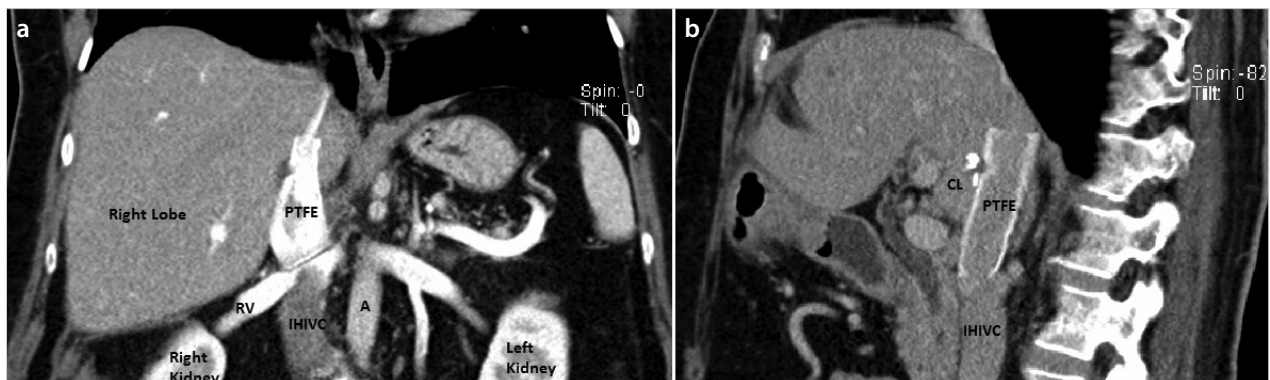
a, b. Postoperative CT images after resection of the tumor and reconstruction with PTFE vascular graft. (a) Coronal CT image. (b) Sagittal CT image
